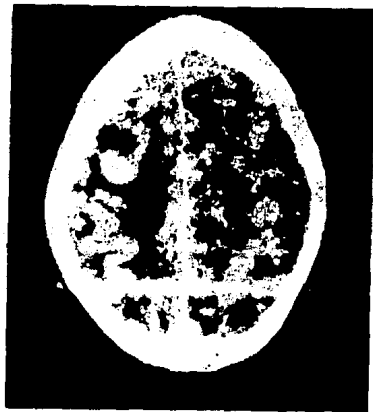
Tomografía contrastada. La imagen isodensa del estudio simple refuerza con el medio de contraste, de forma nodular, y el edema perilesional se hace más evidente. (Encefalitis focal).
